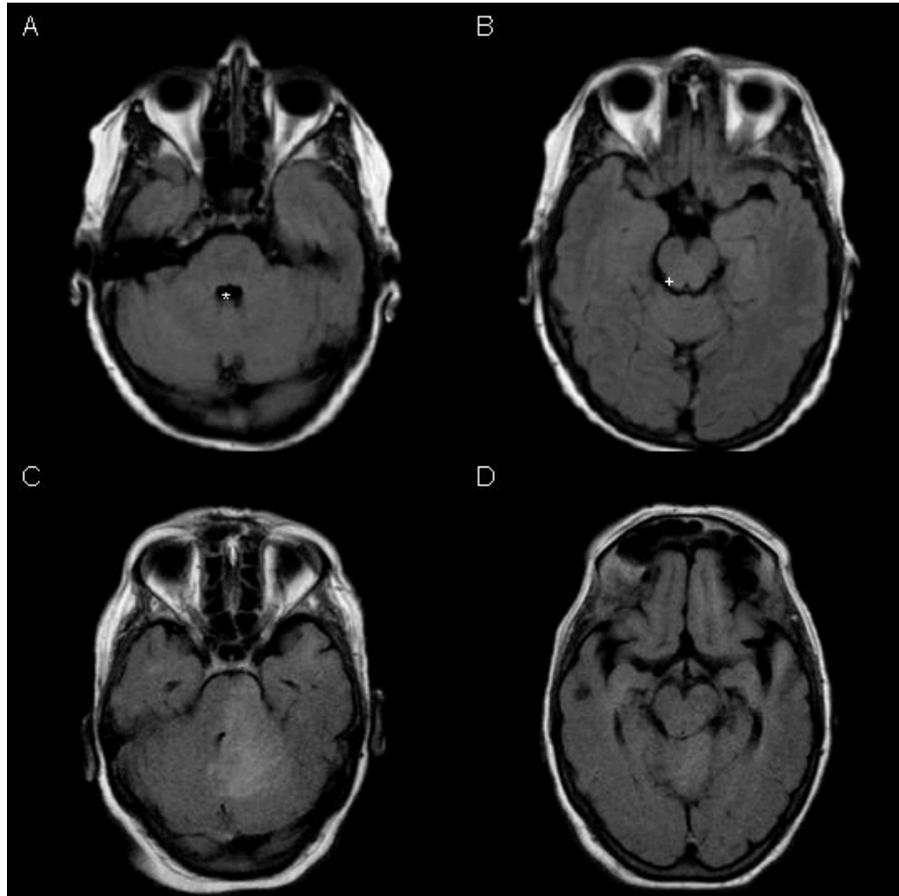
Resonancia magnética craneal, cortes axiales secuencia FLAIR: (*) IV ventrículo, (†) cisterna cuadrigeminal
